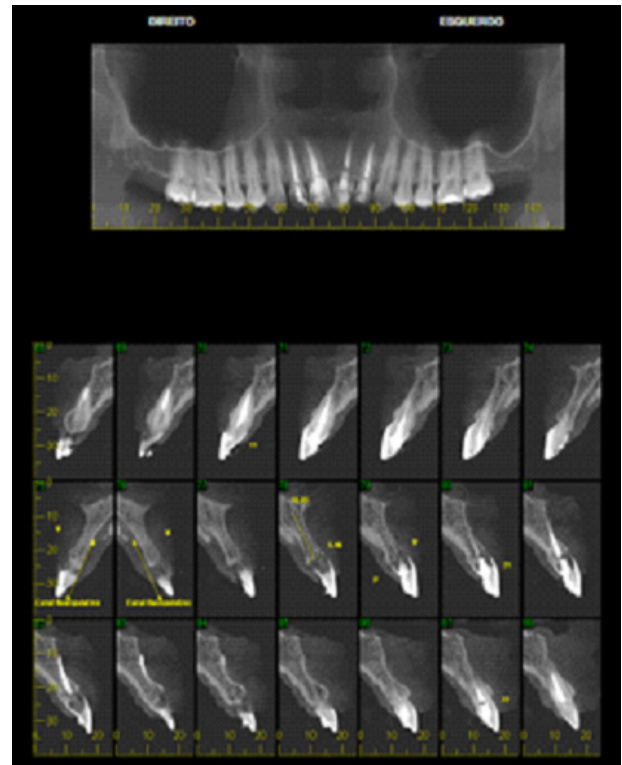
Tomografia computadorizada Cone Beam da maxila, regiões direita e esquerda.
